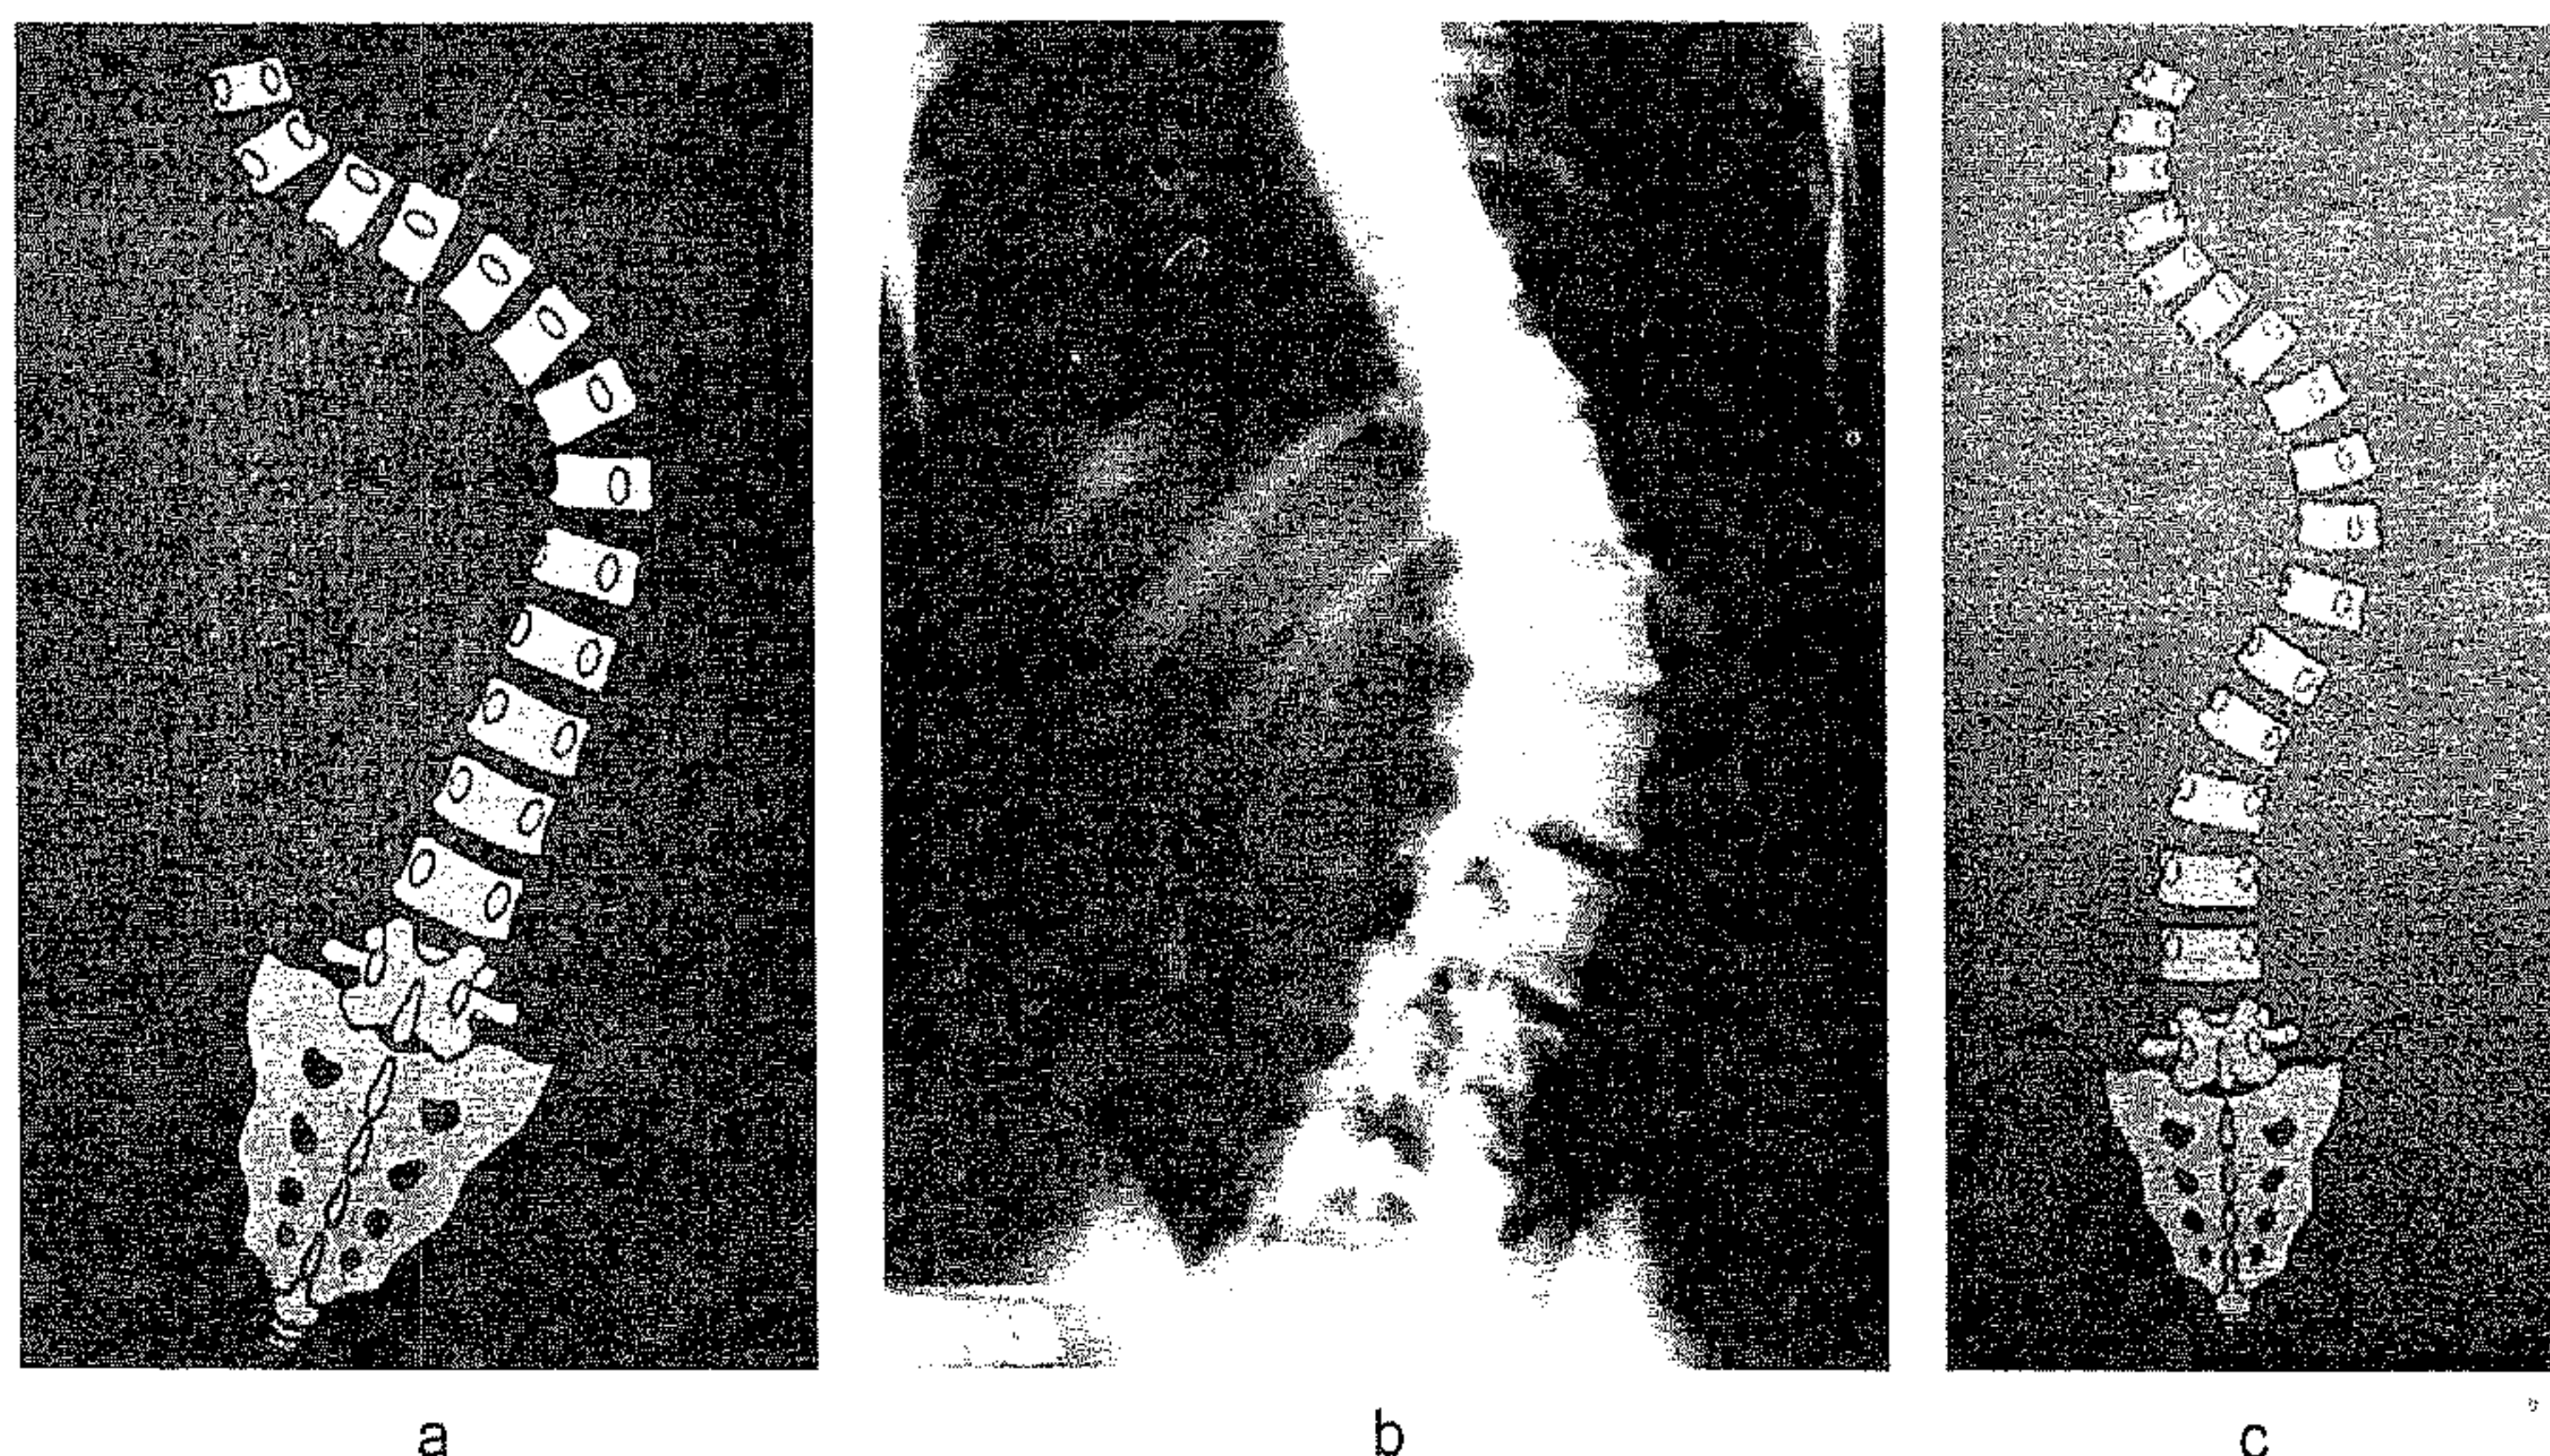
a – Schemă scolioză tip King IV; b – Radiografie scolioză tip King IV; c – Schemă scolioză tip King V.
